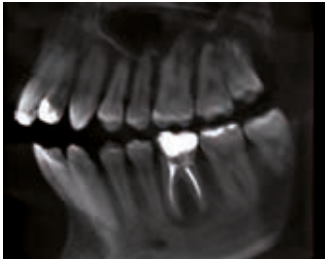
КТ – исходная ситуация
